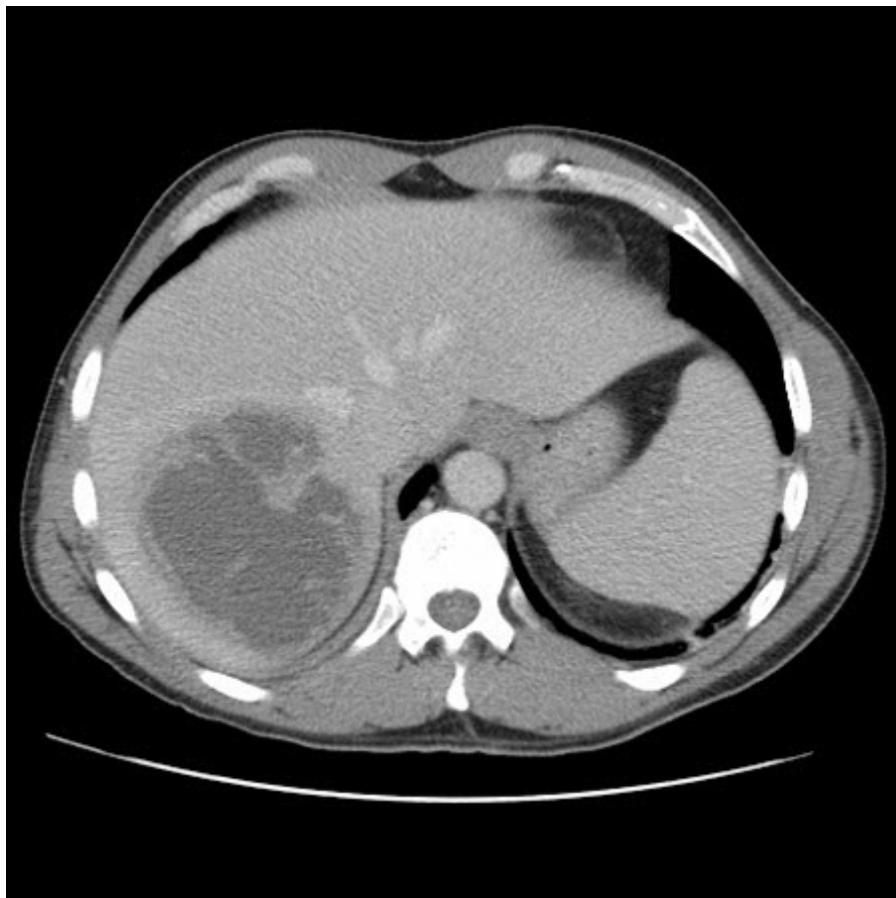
Abscesso hepático: tomografia computadorizada (TC) (vista coronal) mostrando abscesso hepático em um homem de 46 anos de idade que apresentava febre, fadiga e tosse
